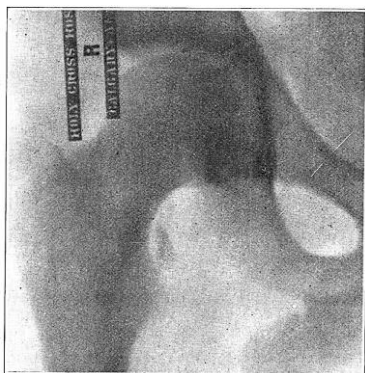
Рентгенография (рентгенологическая пластина) правого тазобедренного сустава. Визуализируется отдельно расположенный костный фрагмент малого вертела. (McEachern et al, 1931).
